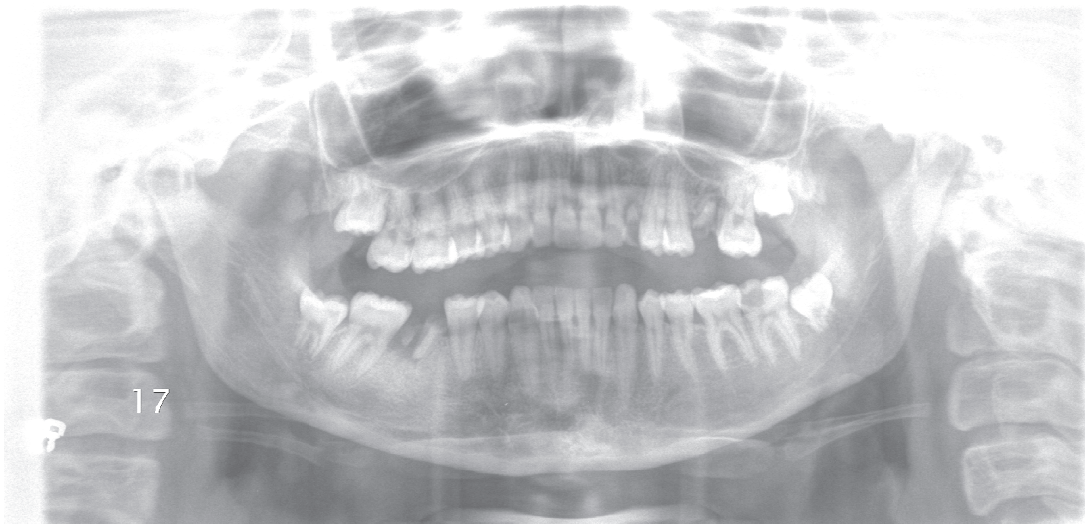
Ortopantomogram włókniakozębiaka szklwiakowego kąta żuchwy po stronie lewej.
